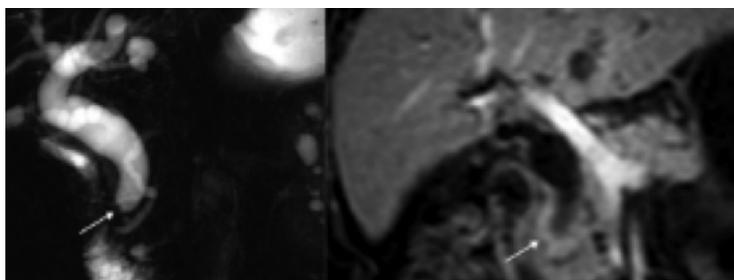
Colangiocarcinoma distal. Imágenes coronales de Colangio Resonancia 2D y Resonancia Magnética eco de gradiente con supresión grasa y contraste que indican estenosis irregular y asimétrica (flechas) debido a colangiocarcinoma distal tipo periductal-infiltrante. Tomado de: Tumores de la vía biliar. Obtenido de Radiología: <https://doi.org/10.1016/j.rx.2014.10.001>
